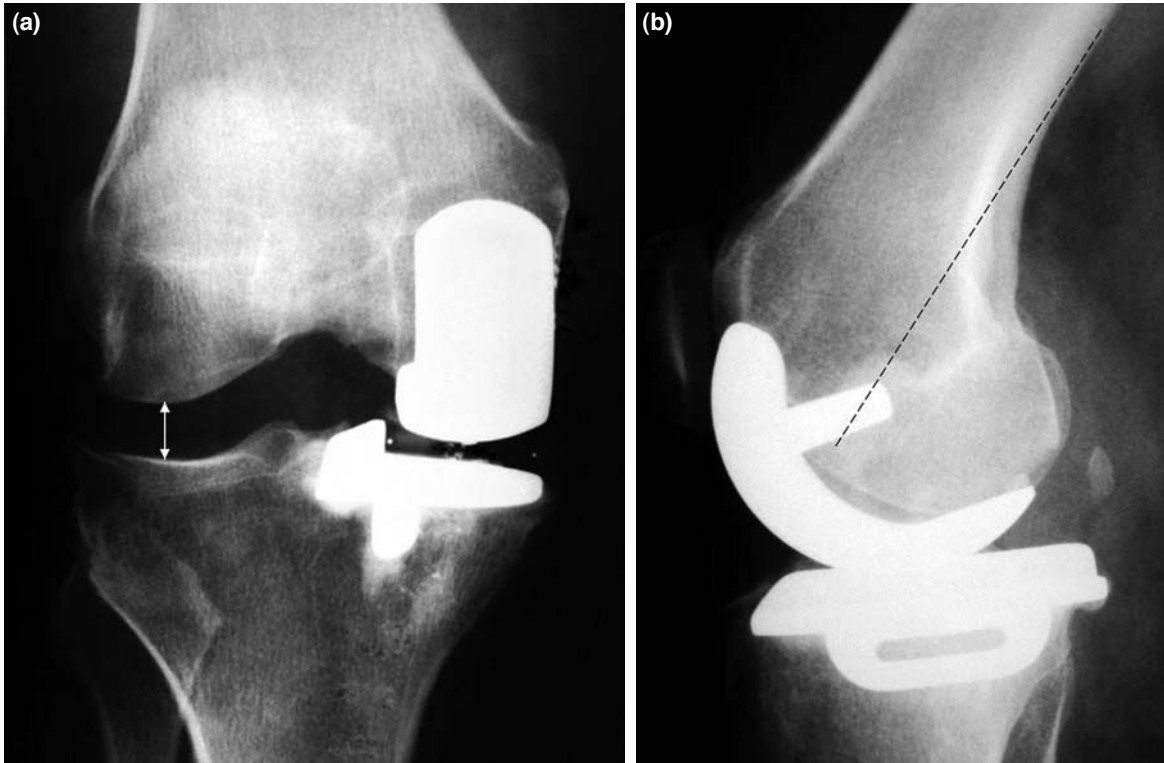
(a, b) Aynı hastanın ameliyat sonrası 15. aydaki unikondiler diz protezi yapılmış diz ön-arka ve yan grafisi.
